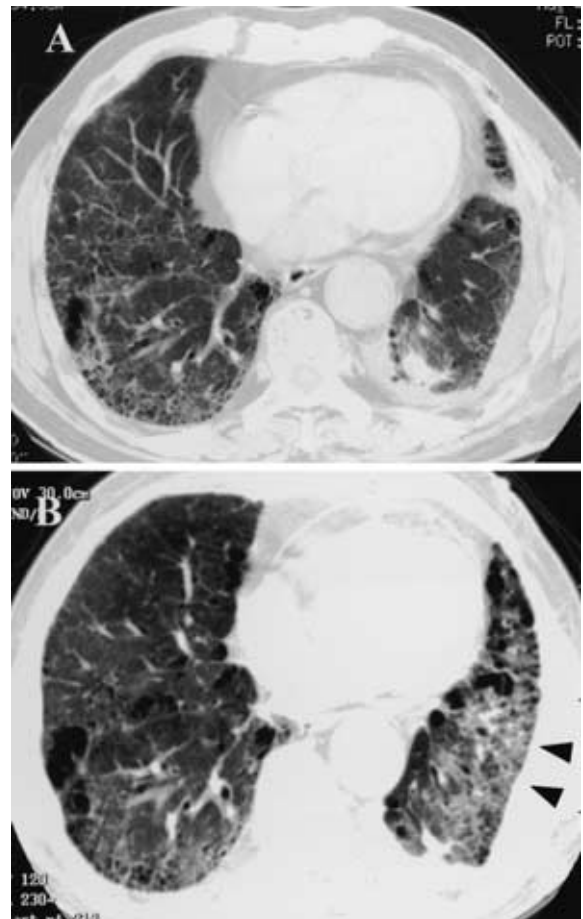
Chest CT scans taken on the 6th (A) and 47th (B) postoperative days demonstrating a marked progression of fibrosis and honeycomb formation not only in the right lung but also in the left lung (arrowheads)
